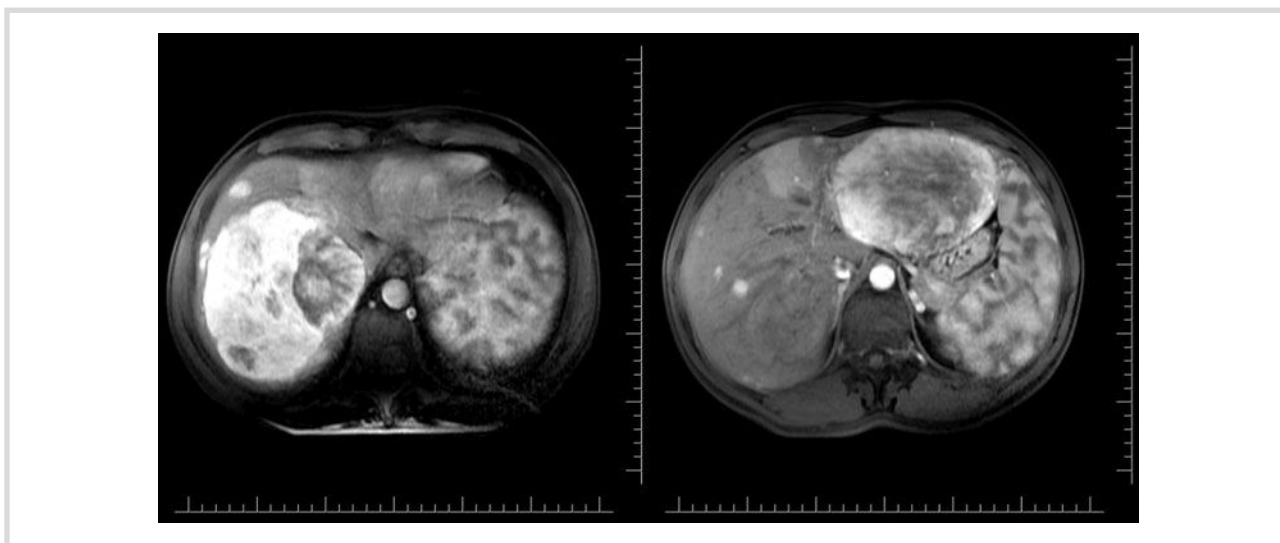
МРТ: динамическое сканирование печени в аксиальной проекции на импульсной последовательности LAVABHAsset с использованием гадооксетовой кислоты (описание в тексте).
